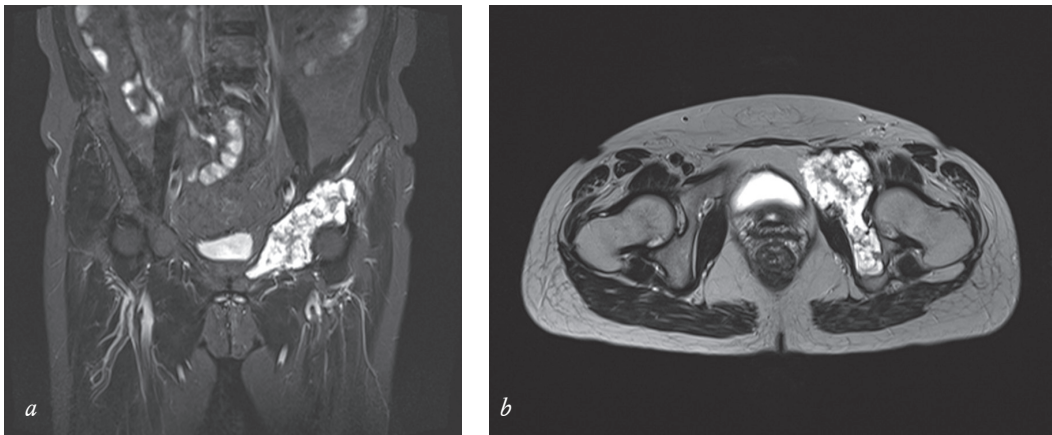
Магнитно-резонансная томография: T2 TIRM в коронарной проекции (a) и T2 в аксиальной проекции (b)
